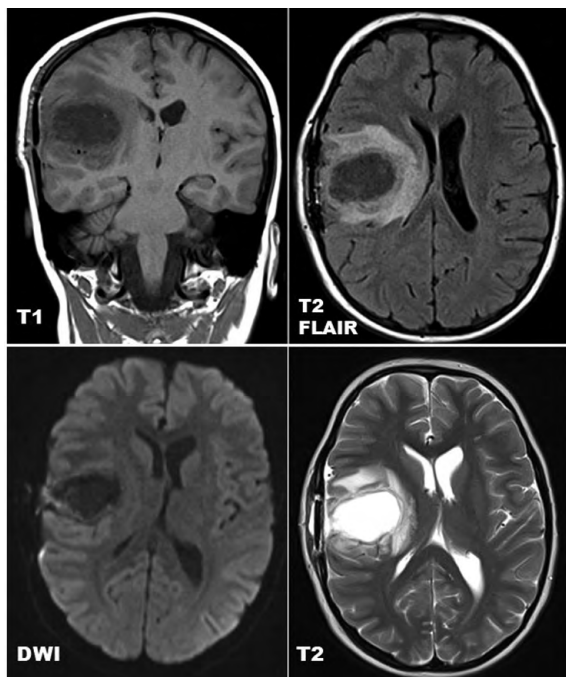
Клинический случай № 2, МРТ головного мозга в режимах T1, T2, T2 FLAIR и DWI с контрастным усилением на 13-е сутки после удаления ганглиоглиомы. Выраженный перифокальный отек (в режимах T2 и T2 FLAIR) со значительным масс-эффектом – правый боковой желудочек деформирован, есть латеральная дислокация срединных структур. На этом этапе уже известен морфологический диагноз ганглиоглиомы, что позволяет исключить возможность быстрого рецидива или малигнизации. В режиме DWI ($b = 1000$) характеристики диффузии, не свойственные абсцессу. Источник: составлено автором
